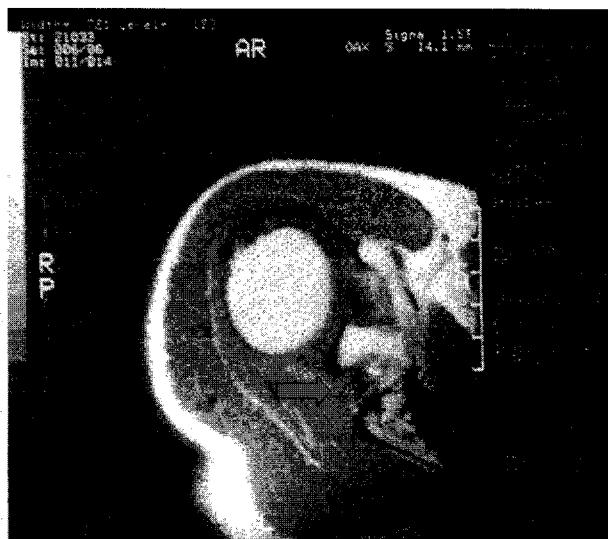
Preoperative MRI scan of Rt shoulder revealed a ganglion cyst (arrow).
